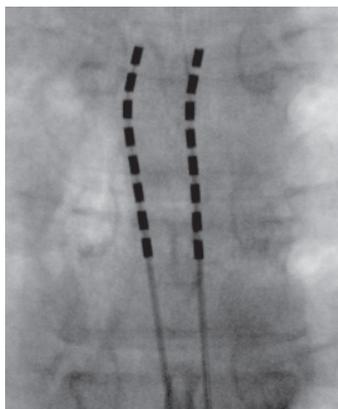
Sonde non prévue pour l'IRM. Fournie à titre de référence.
